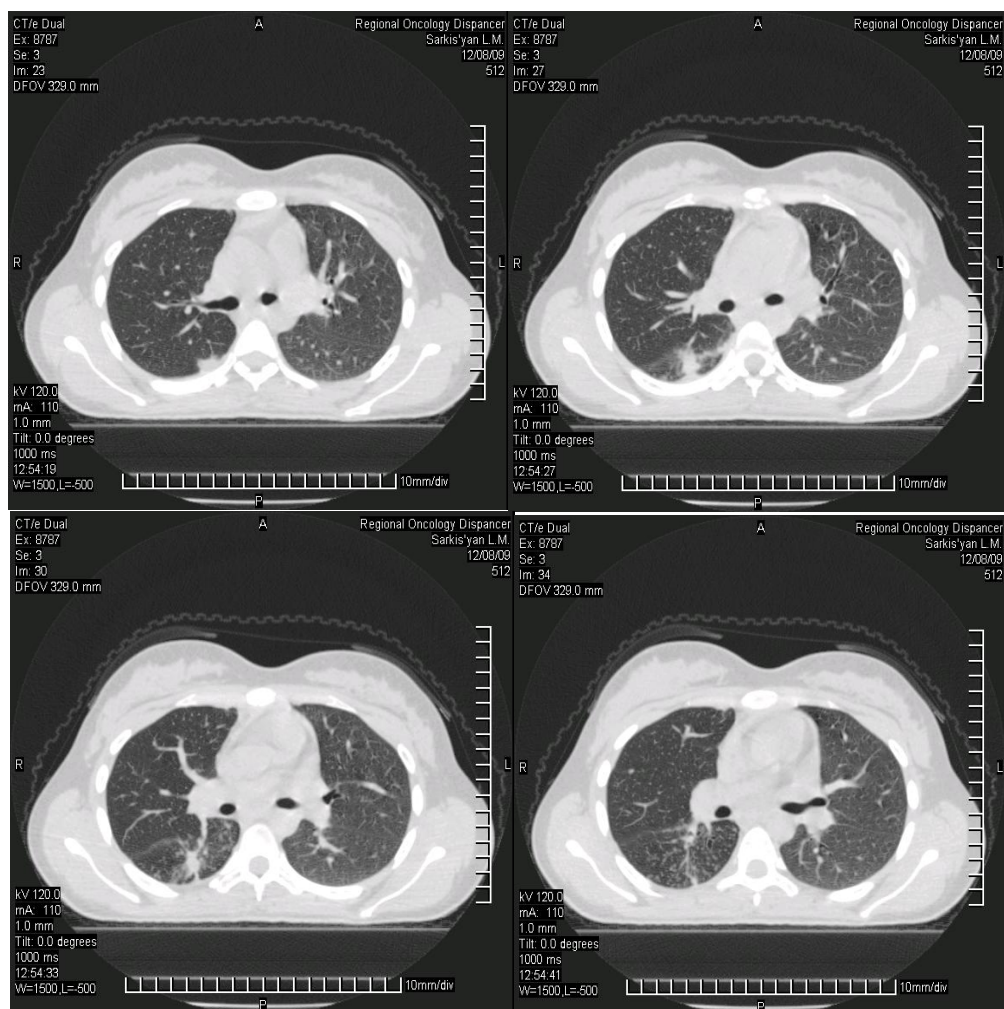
Компьютерные томограммы больной С. через 1,5 года после завершения основного курса лечения. В S6 правого легкого отмечается рассасывание очагово-инфильтративных изменений и закрытие полости распада. Определяется звездчатый рубец на месте ранее существовавшей каверны.
